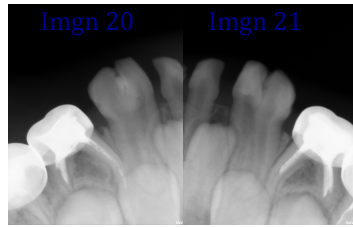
Radiografía postoperatoria inferior segmento anterior.
